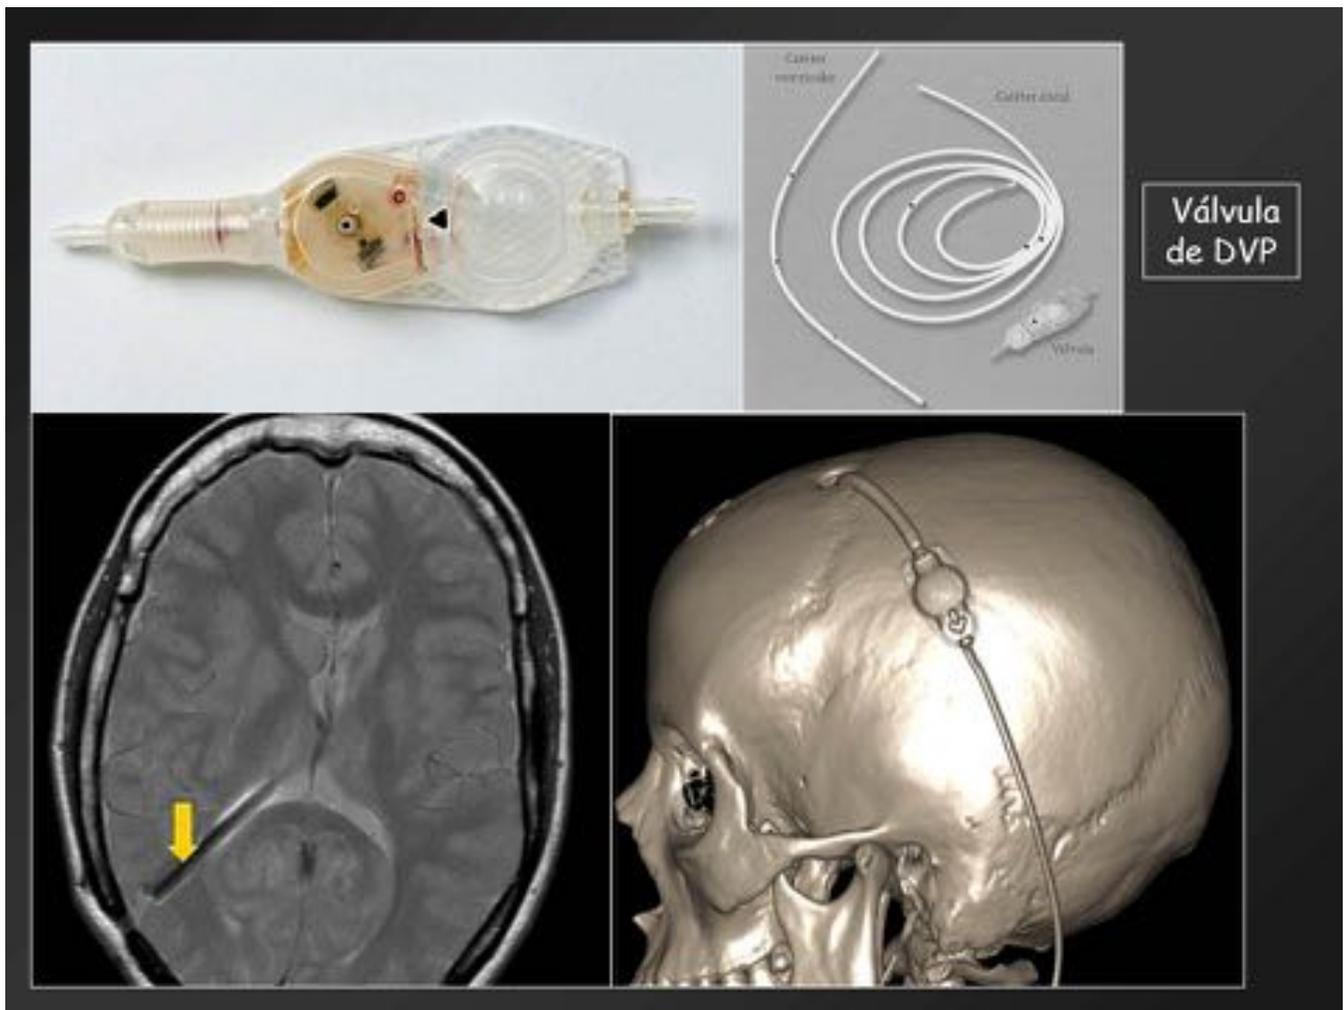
Válvulas de derivación ventrículo-peritoneales (dispositivos RM compatibles)
